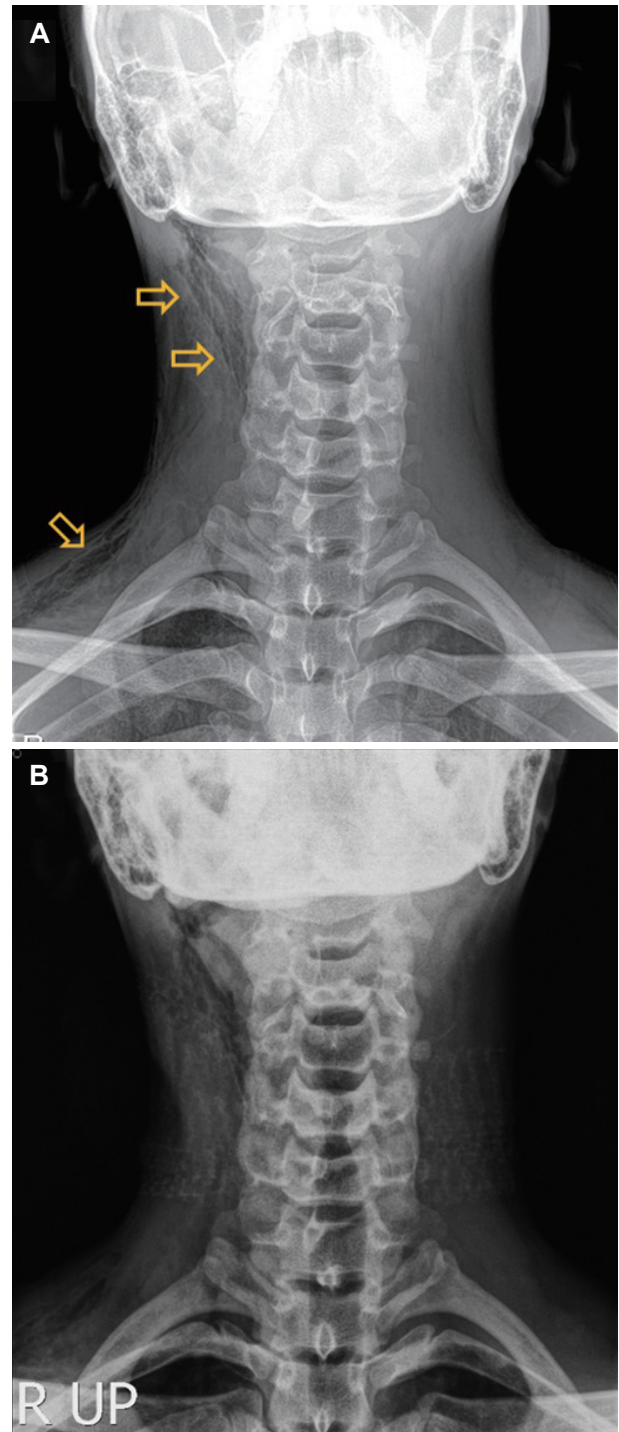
Postoperative finding of neck soft tissue X-ray. Radiolucent striations (arrows) were noted from right supraclavicular fossa to right lateral neck and submandibular space which is consistent with subcutaneous emphysema (A). Follow up neck soft tissue X-ray after 2 days from surgery. Slight decreased amount of subcutaneous emphysema was noted (B).
